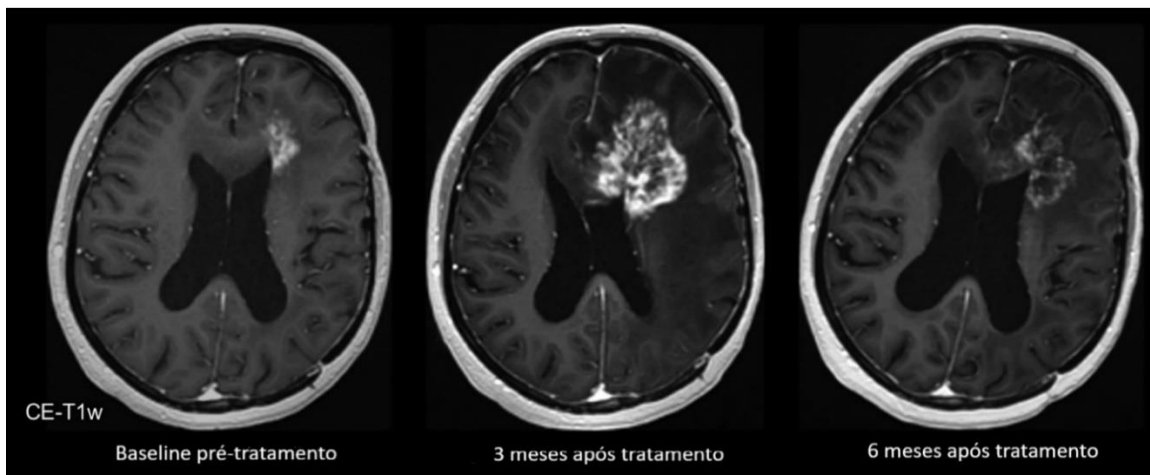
Exemplo de caso de pseudoprogredão que regrediu após 6 meses de tratamento. Imagens de ressonância magnética crânio-encefálicas, ponderadas em T1 com contraste que evidenciam aumento de captação de contraste, edema e efeito de massa três meses após radioterapia (RT) e diminuição espontânea 6 meses após o tratamento com RT e temozolamida combinadas. Adaptado de(35).
